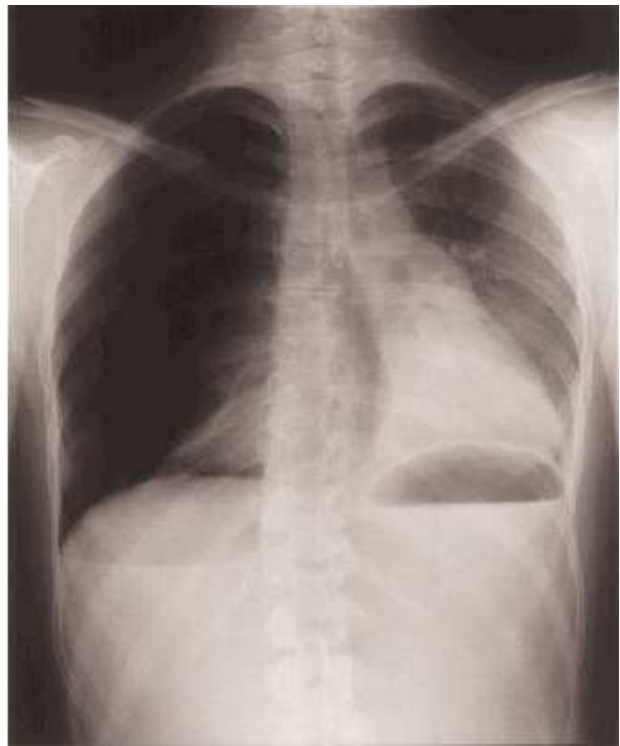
Radiografía de tórax correspondiente al segundo episodio de neumotórax. En el lado izquierdo se objetiva colapso pulmonar derecho con desviación mediastínica, cardíaca y traqueal. Descenso de hemidiafragma derecho.
